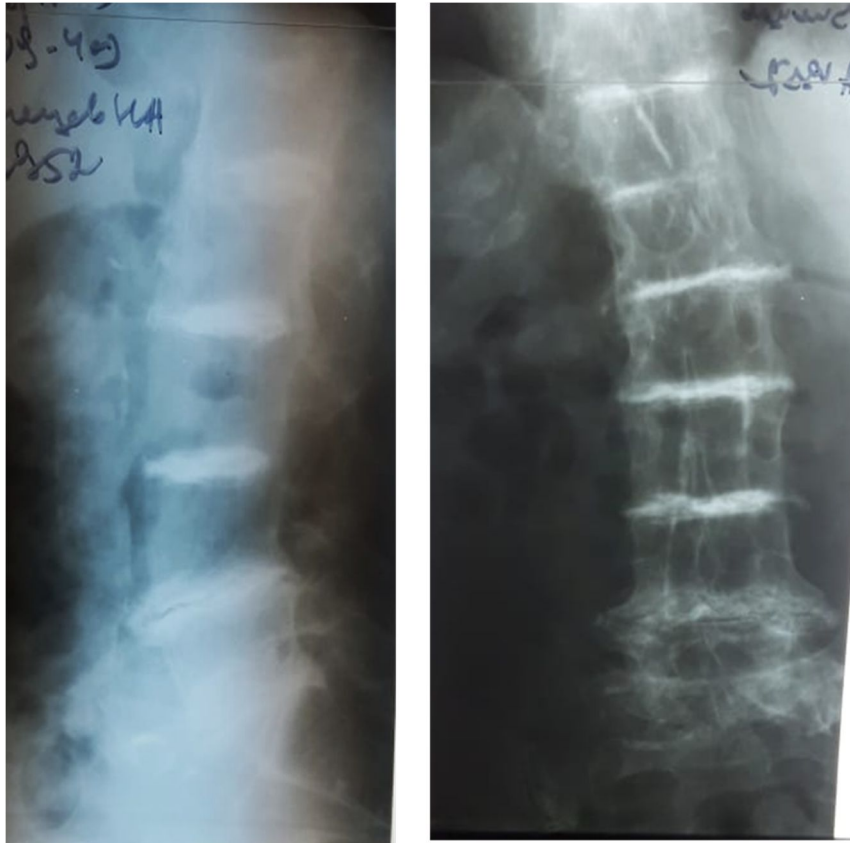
Рентгенограммы поясничного отдела позвоночника пациента Н.
